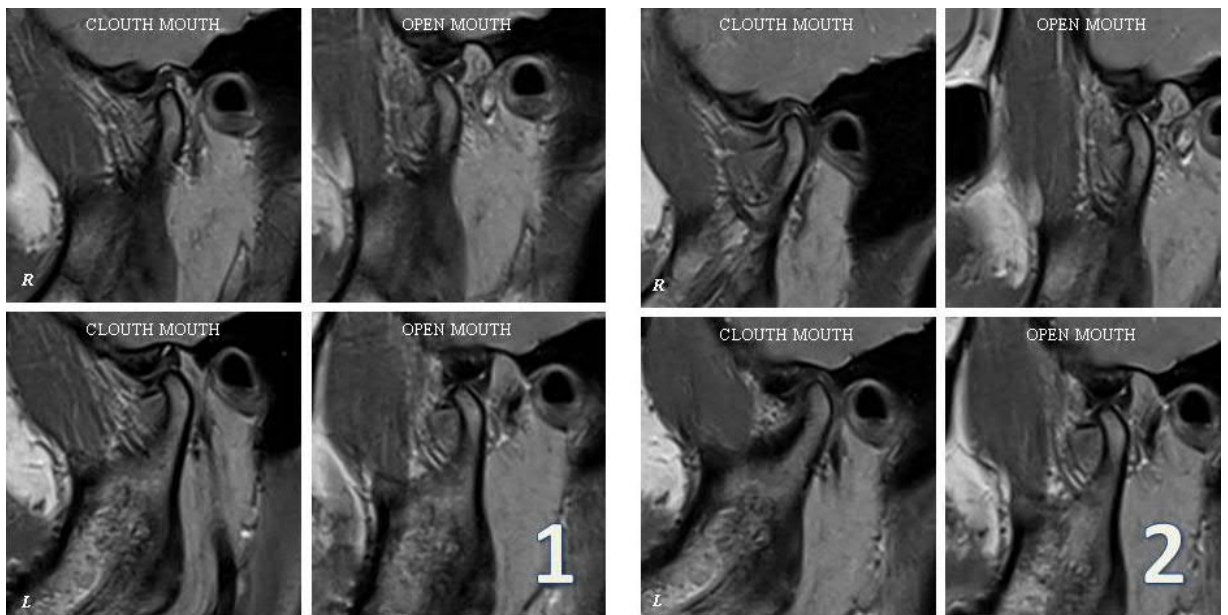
МРТ СНЩС пацієнтки Р. 25 р., іст. хв. № 80, після завершення першого етапу лікування. Бічна проєкція при закритому та відкритому роті. 1 – МРТ в капі; 2 – МРТ без капи.
